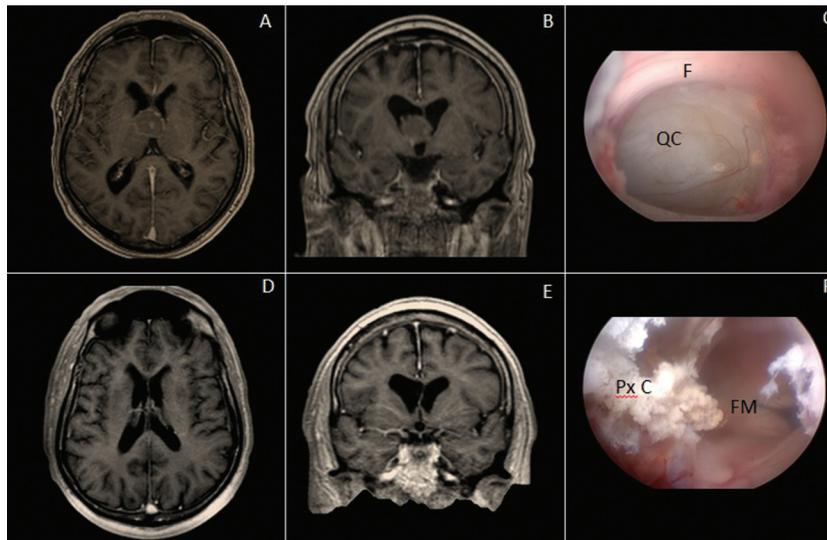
A, B: resonancia magnética, corte axial y coronal, T1 con cte. preoperatoria; se observa lesión en tercer ventrículo atípica de quiste coloideo (QC), la cual mide 20 × 23 mm. C: imagen intraoperatoria; se observa la lesión quística ocupando el foramen de Monro (FM). D, E: control posoperatorio por RM, T1 con cte., corte axial y coronal, con adecuada exéresis, FM permeable. F: imagen intraoperatoria; se observa adecuada extirpación con liberación de FM. Se observa el fórnix (F) como límite anterior del FM.
